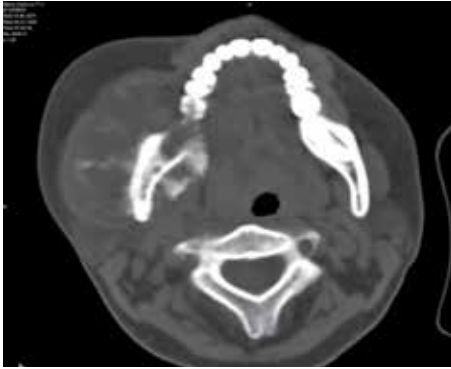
Гигантоклеточная опухоль с поражением ветви и суставного отростка по данным компьютерной томографии нижней челюсти. Визуализируется значительный мягкотканый компонент
